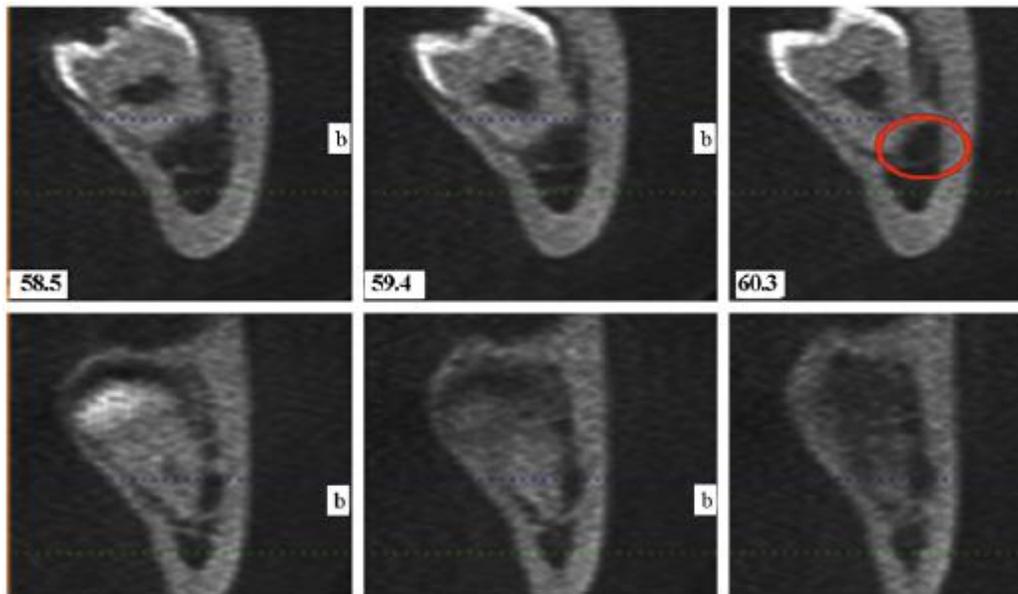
Fuente Ghaeminia 2009 Corte de tomografía cone beam mostrando un canal mandibular aplanado entre la raíz y la cortical vestibular.<sup>37</sup>
